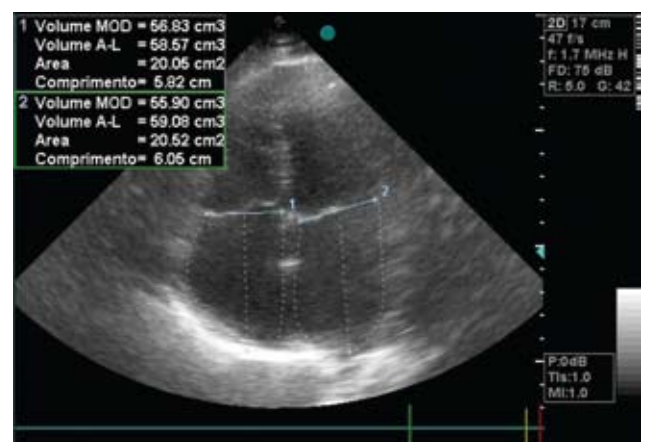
Ecocardiograma pré-alta hospitalar (30-05-10).
